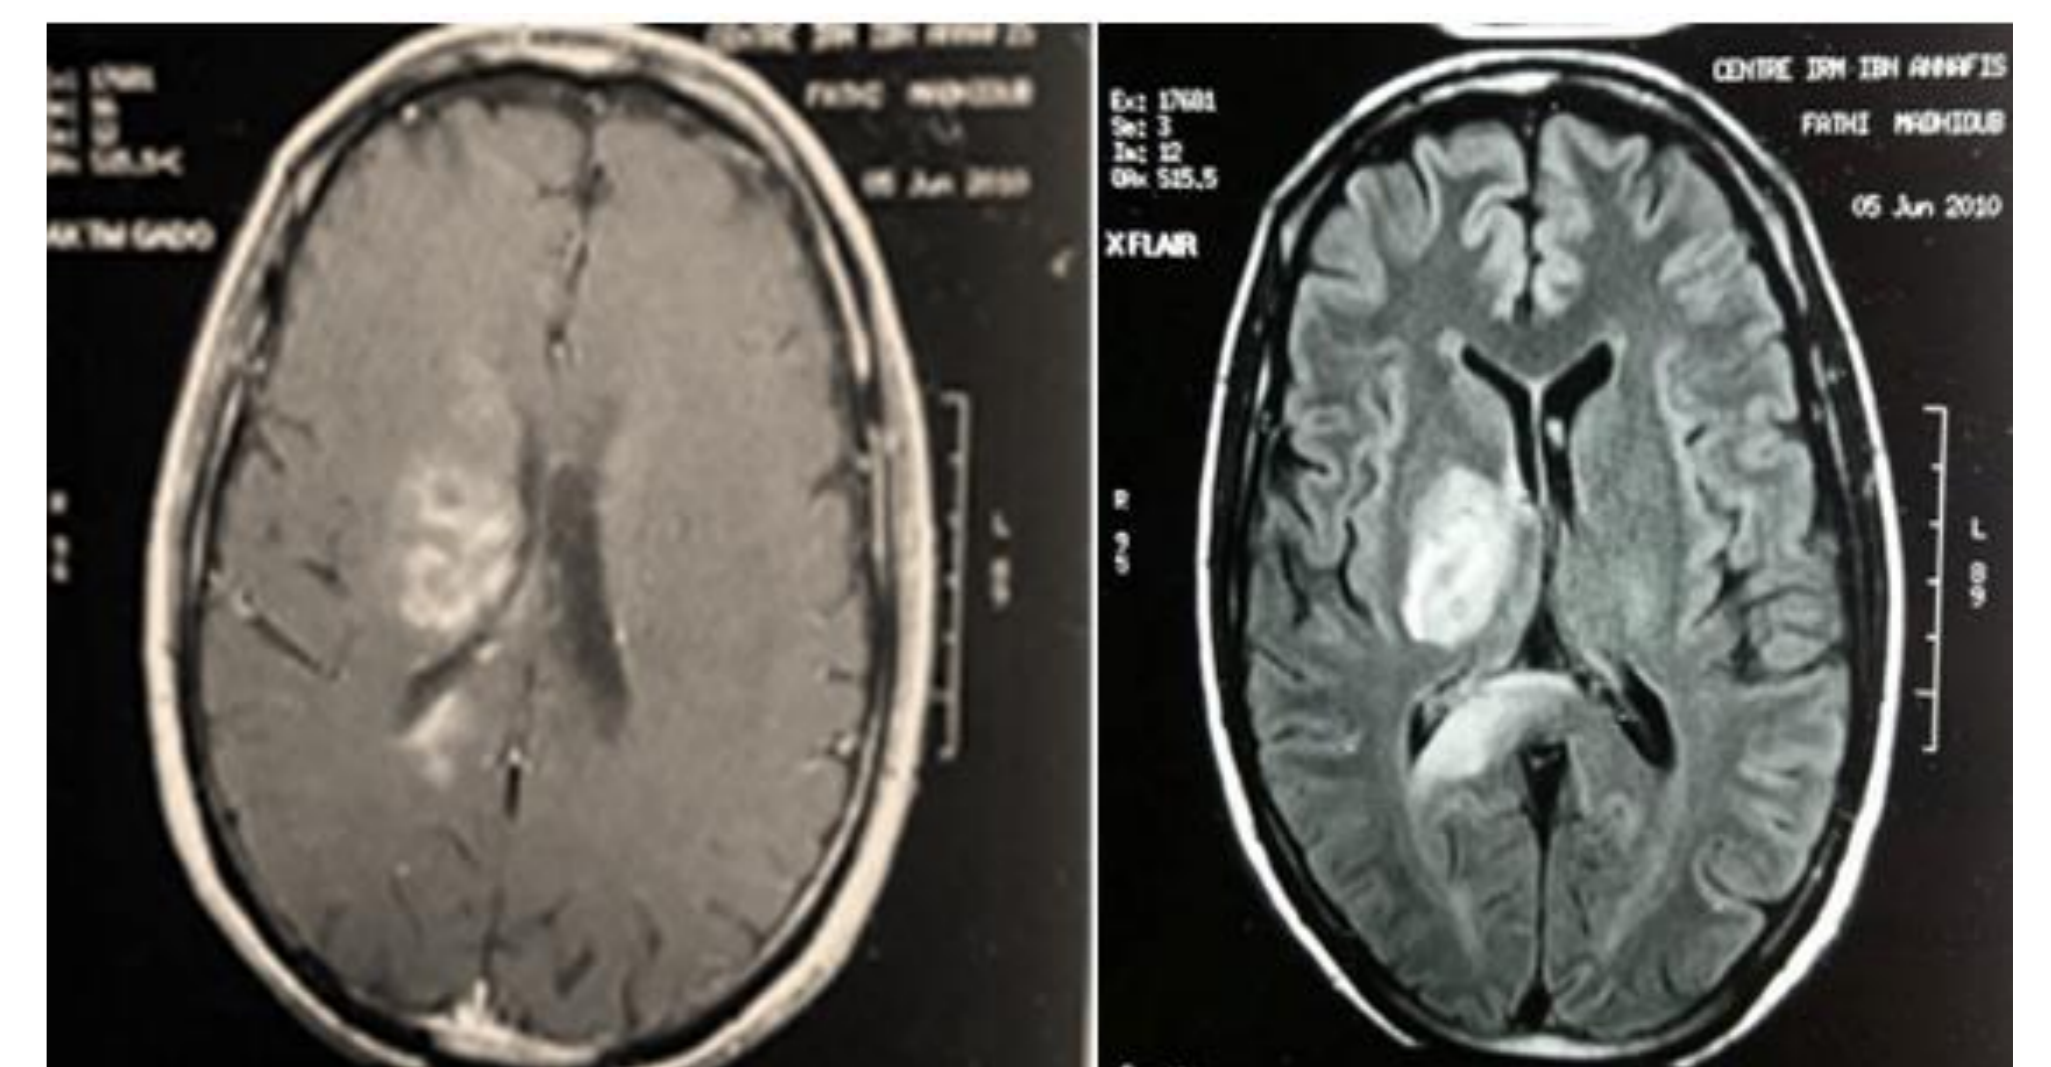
IRM cérébrale en coupe axiale T1 injectée (a) et T2 Flair objectivant une lésion pseudo tumorale capsulo-thalamique droite en hypersignal T2 Flair, prenant le contraste de façon hétérogène et exerçant un effet de masse sur le ventricule latéral droit
